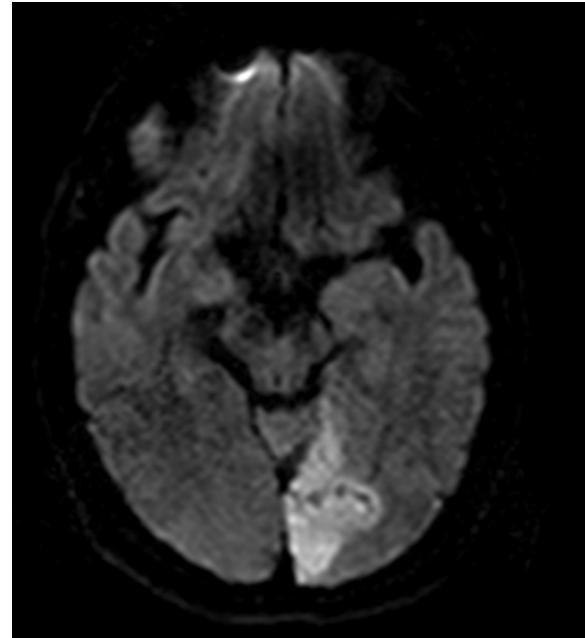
IRM de paciente con infarto agudo de la arteria cerebral posterior izquierda secundario a fibrilación auricular con hiperintensidad en DWI.
